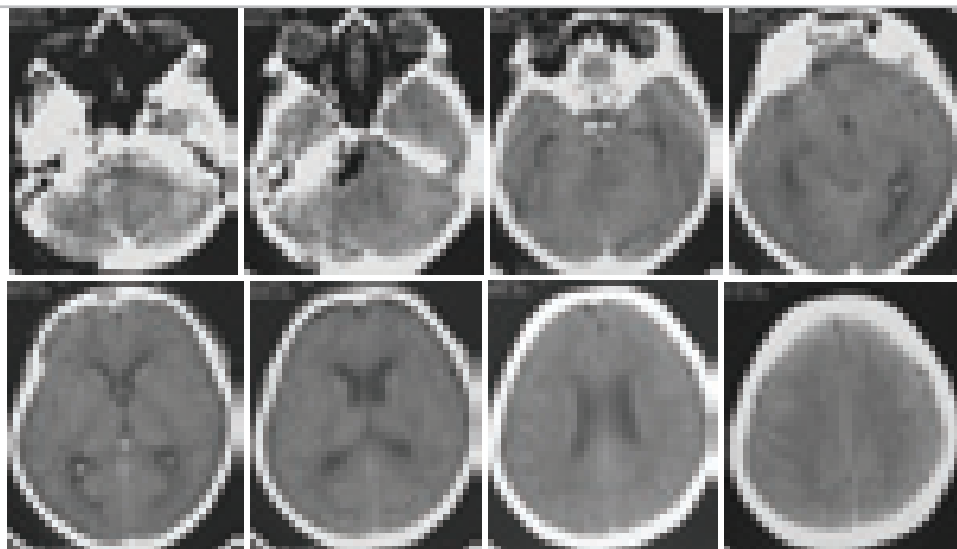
КТ больной М. на 8-е сутки после операции. Картина субтотального удаления опухоли.
